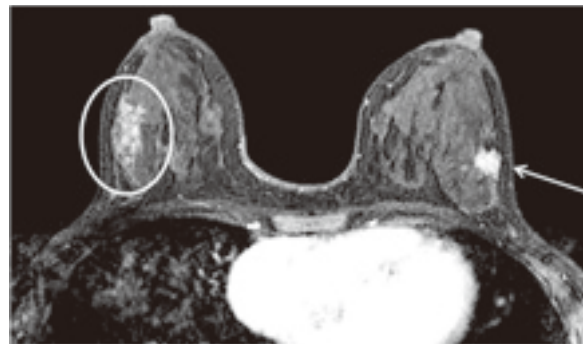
造影MRI矢印は周知の乳癌であったが、対側乳房にも造影される部分が見られた○印
